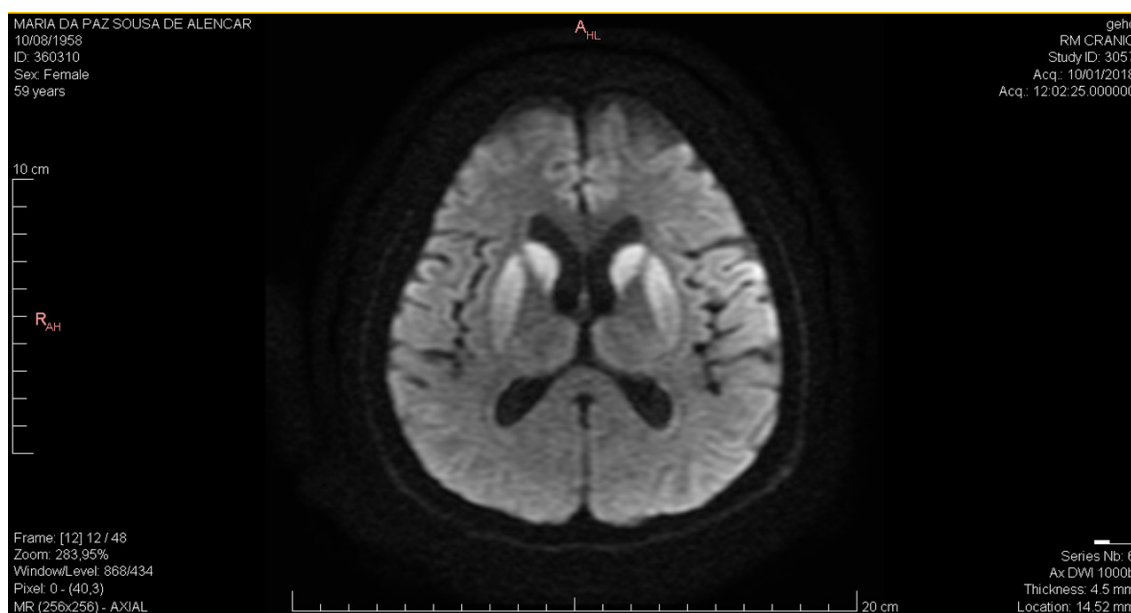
Ressonância nuclear magnética da primeira paciente, evidenciando hipersinal simétrico em DWI nas cabeças do núcleo caudado, putâmen e córtex frontal adjacente à fissura interhemisférica.
